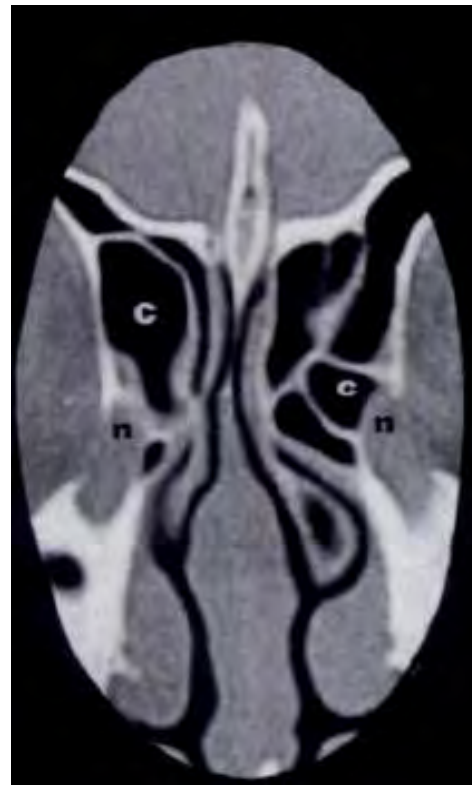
TC de SPN que muestra Celdillas de Agger Nasi (C) adyacentes a los conductos nasolagrimal (n)
